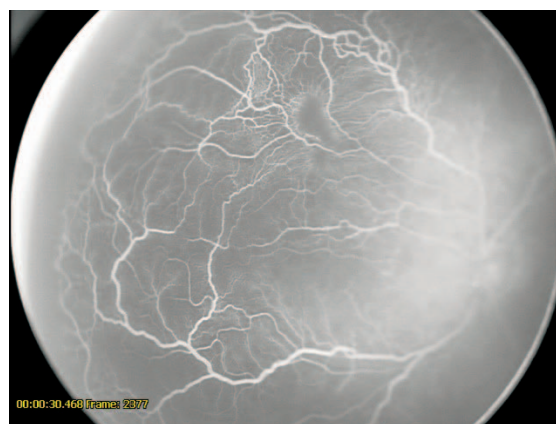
Неблагоприятный тип течения, артериовенозная фаза: шунтирование в пределах одной сосудистой аркады и между соседними аркадами, участки капиллярной неперфузии в васкуляризированной зоне сетчатки
